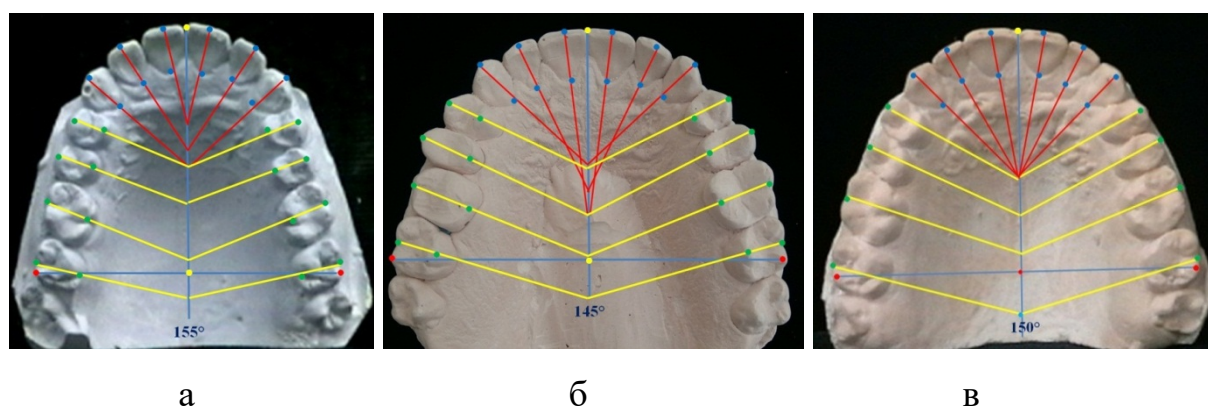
Особенности расположения угла конвергенции антимеров на верхней челюсти при протрузионном (а), ретрузионном (б) и мезотрузионном типах зубных дуг у людей группы сравнения.
